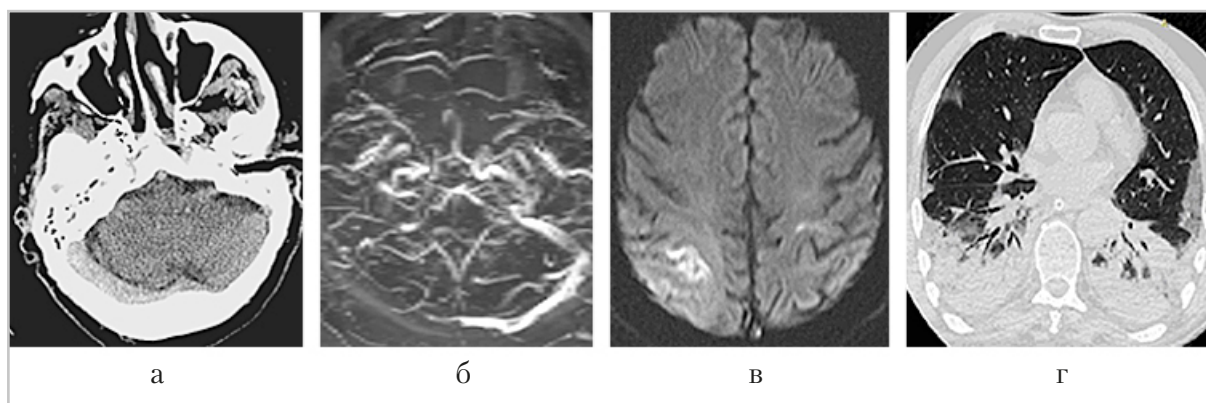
Компьютерные томограммы головного мозга и легких: аксиальная (а, г) проекция МРТ головного мозга (б, в). Пациентка Д., 82 года, с признаками тромбоза правого поперечного синуса (а, б) и венозного инфаркта в правой теменной доле. Двусторонняя вирусная пневмония, с высокой вероятностью вызванная вирусом SARS-CoV-2 (КТ-3). Больная переведена в отдельный «ковидный» бокс отделения реанимации
